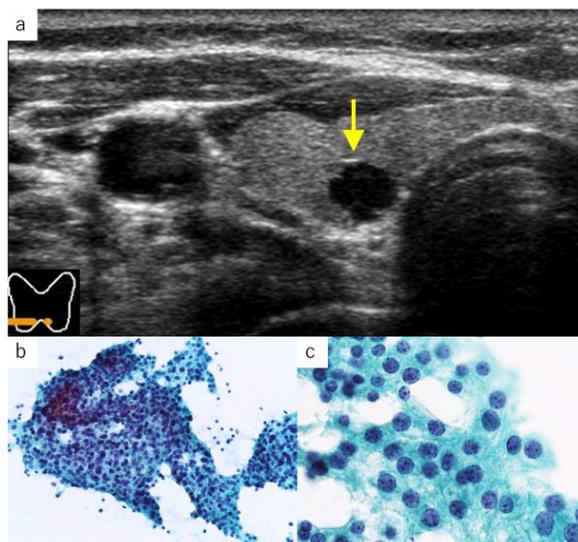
副甲状腺腺腫。右葉背側に、形状整・境界明瞭・内部低エコーを示す結節がみられる。結節と非結節部の境界の一部には、線状高エコーがみとめられる (矢印) (a)。辺縁が三角形に尖った楔状集塊 (b) やごま塩状クロマチン (c) が観察される。(a: 超音波Bモード、b: パパニコロウ染色・×10、c: パパニコロウ染色・×40)
